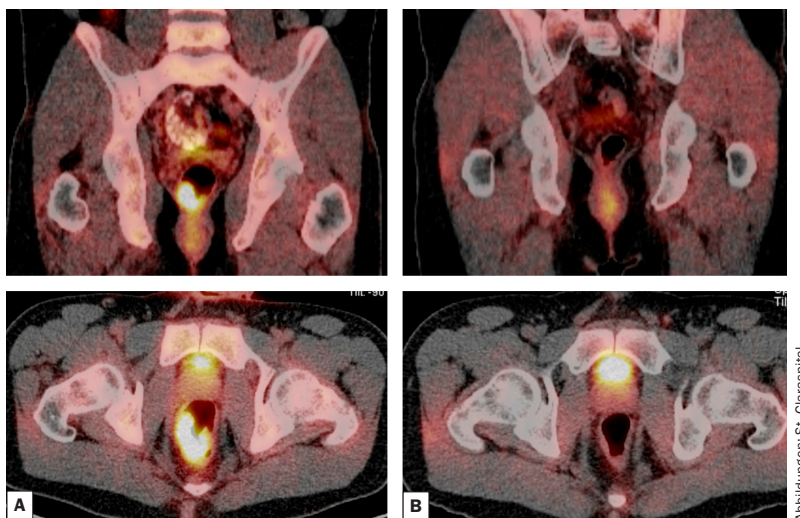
Diagnostik. Bilder zum Staging und nach erfolgter Vorbehandlung: MRT Rektumkarzinom uT3 cN+ (vor und nach Radiochemotherapie). Zirkulärer Tumor: A) rechtsseitig betont, B) nahezu komplette Rückbildung
